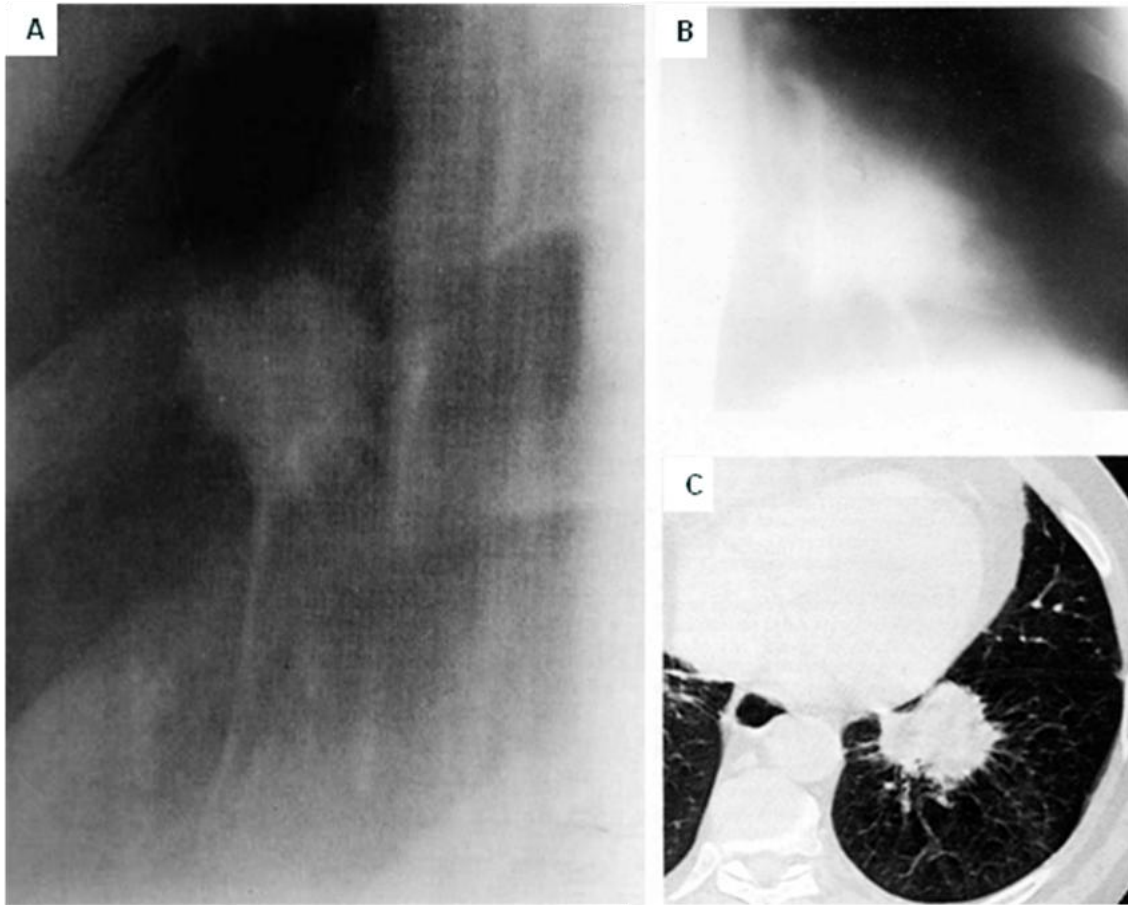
14. A. Nódulo pulmonar solitario derecho lobulado y umbilicado, con una corona radiada y un discreto halo radiolúcido. B. Tomografía lineal convencional. Corona radiada en un nódulo solitario radiológicamente maligno en un paciente con antecedente de carcinoma epidermoide de laringe hace varios años, el nódulo tiene bordes espiculados (en rayos de sol). C. TAC de un nódulo pulmonar izquierdo que tiene espiculaciones radiantes, su atenuación es de -90 UH, se trató de una neumonía lipoidea.
